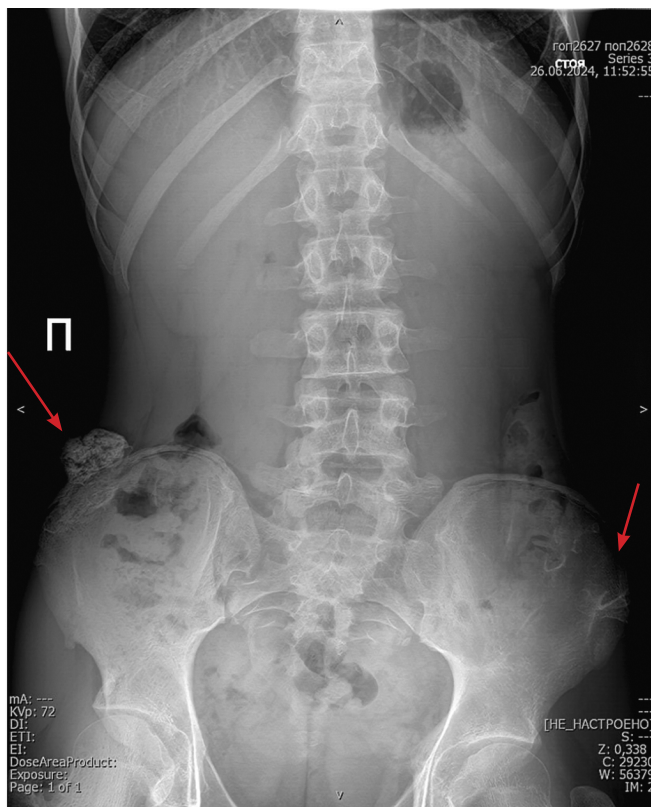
Рентгенограмма поясничного и крестцового отделов позвоночника в прямой проекции
